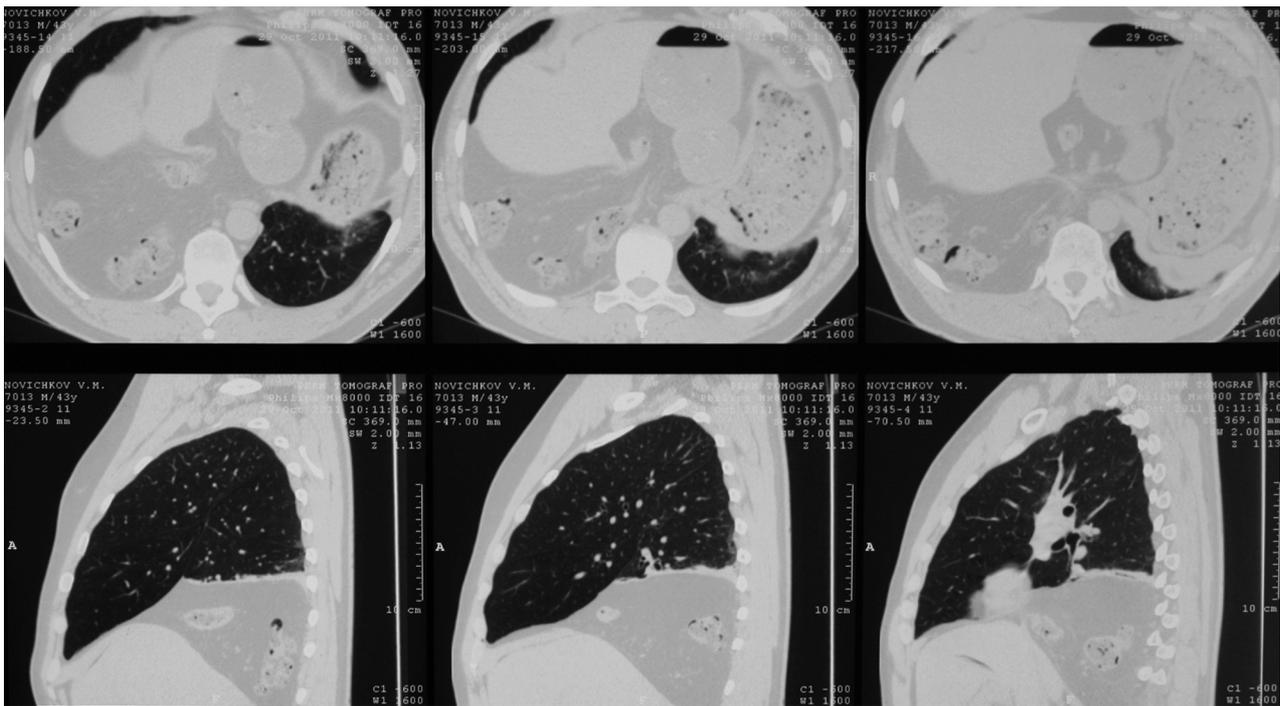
Компьютерная томография того же больного 29.10.2011 г. Правосторонняя диафрагмальная грыжа
